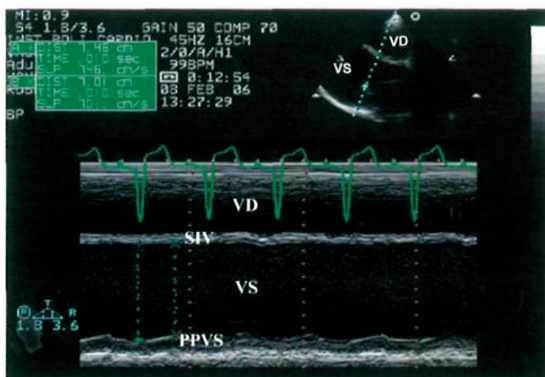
Ecografie mod M ghidată 2D. Fasciculi de ultrasunete traversează ventriculul drept (VD), septul interventricular (SIV), cavitatea ventriculului stâng (VS) și peretele posterior (PPVS). Se pot măsura dimensiunile VS atât în diastolă, cât și înistolă, standartizat, cu posibilitatea calculării fracției de scurtătură, net redusă la acest pacient cu cardiomiopatie dilatativă. Prin aceeași metodă se poate calcula și masa VS.
